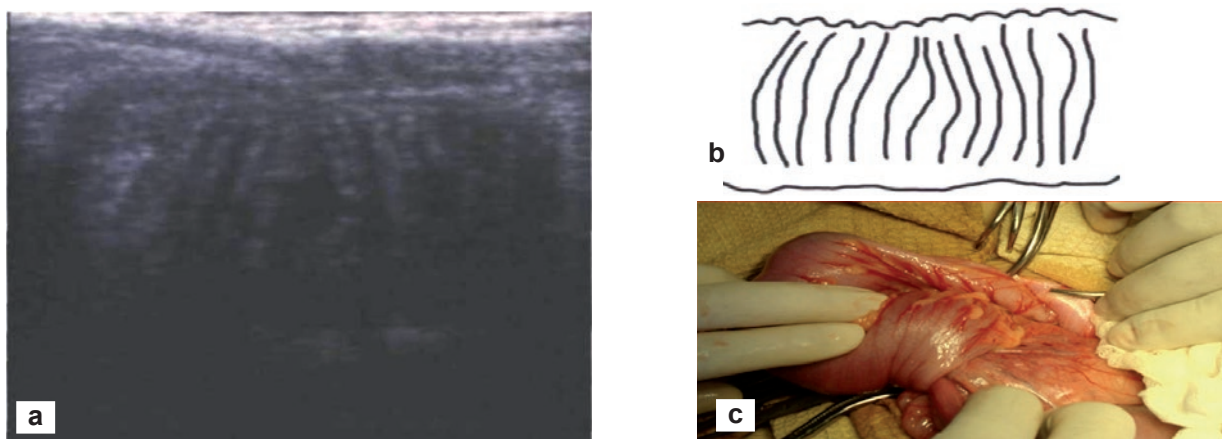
Scheme and ultrasound image with a symptom of «excessive folding of the intestine».
